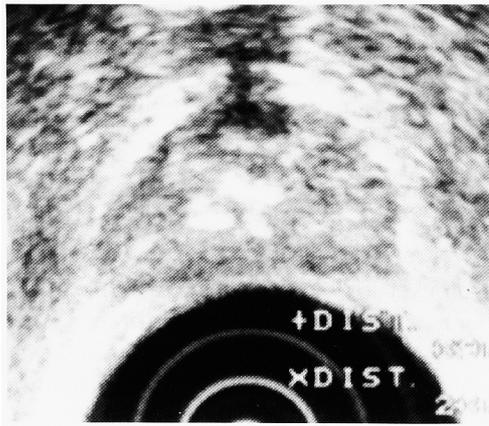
Transrectal ultrasonogram before transurethral operation.
